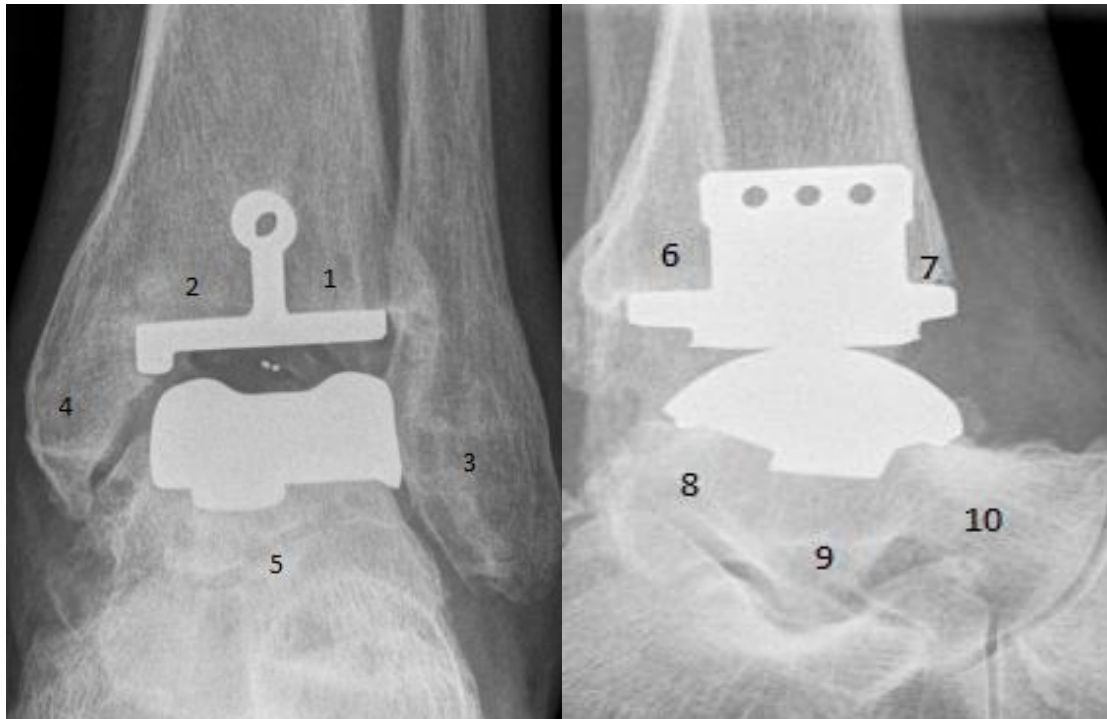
Zonale Gliederung des OSG zur exakten anatomischen Einteilung aufgetretener Zysten in a.p.- (links) und seitlicher Aufnahme (rechts) nach Besse et al. (2009), (Röntgenbilder der Schön Klinik München Harlaching)
